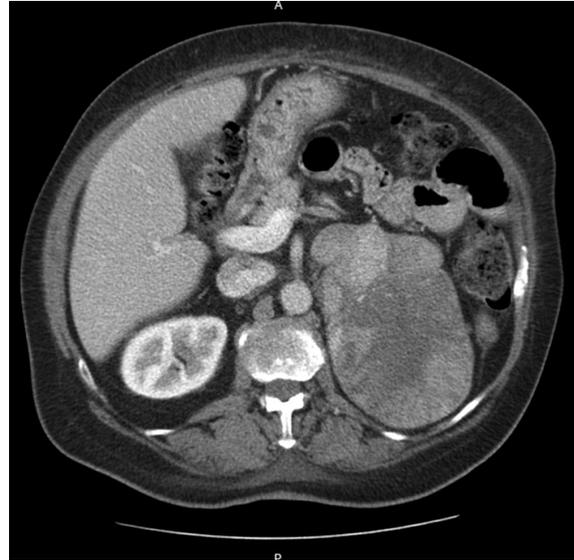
Tomografia abdominal mostrando tumor adrenal
